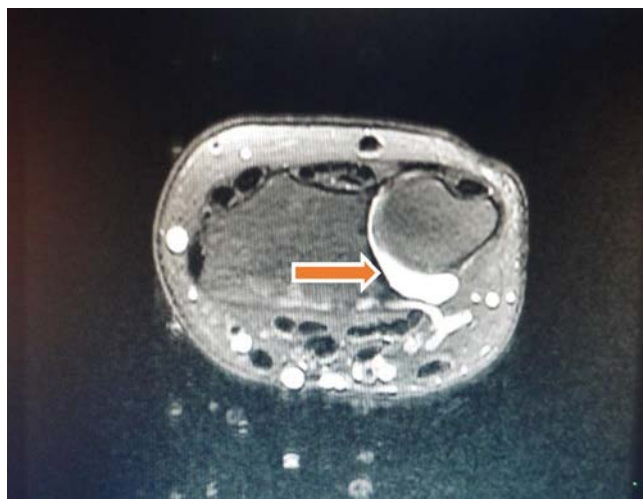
Resonancia magnética fase T2, con supresión de grasa. Corte axial que muestra quiste intraarticular de la articulación radiocubital distal.
